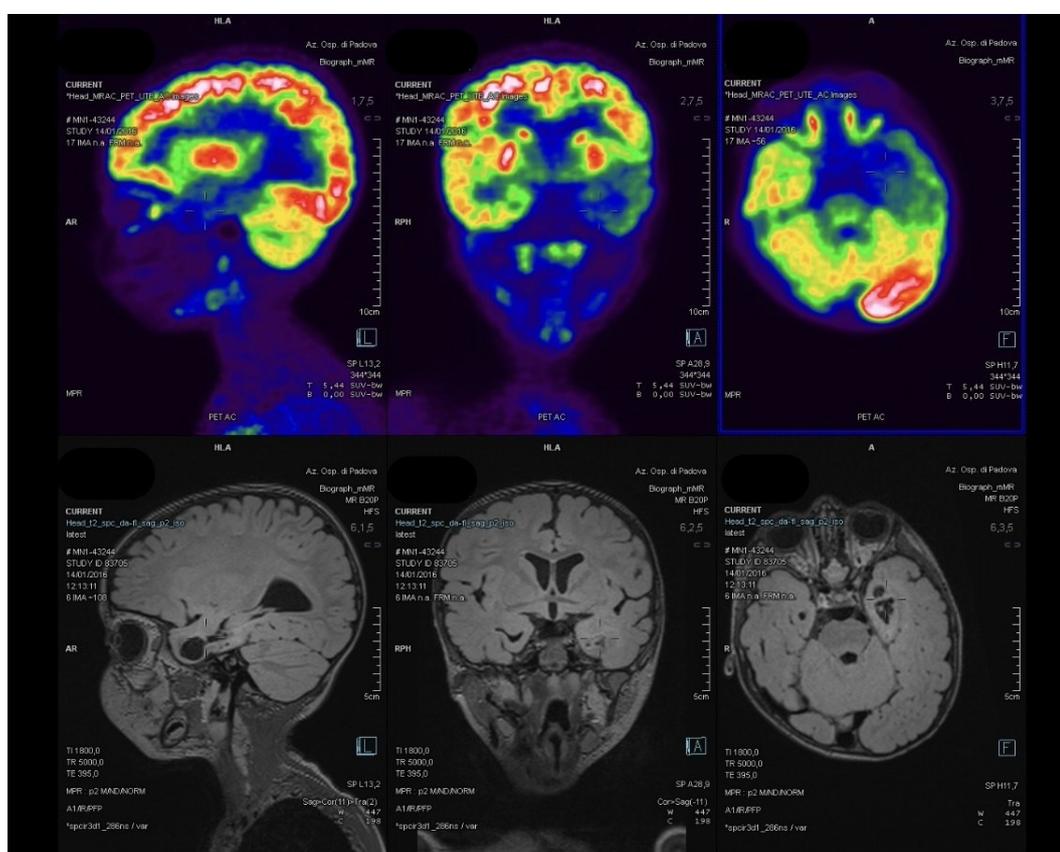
Risultato della 18F-FDG PET/MRI ibrida nel paziente 1.
